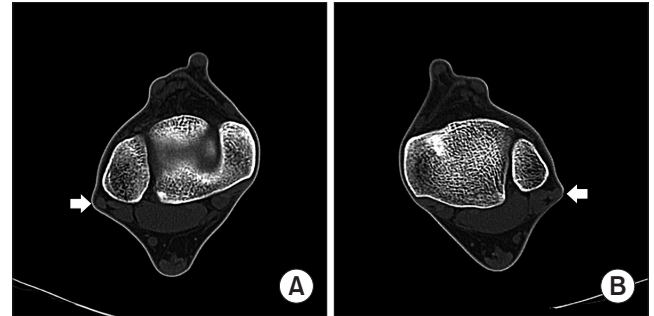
Computed tomography scans on axial image of right (A) and left (B) with ankle dorsiflexion position show dislocation of both peroneal longus tendon indicated as arrows.
